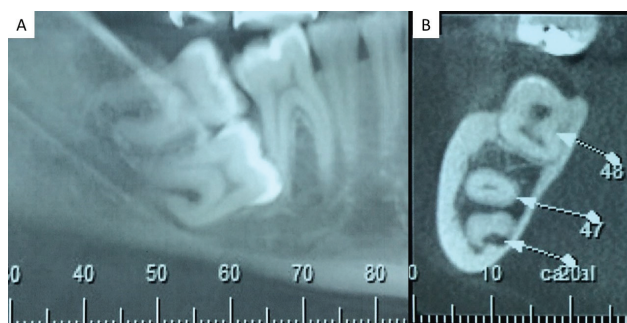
A e B – Tomografia computadorizada de feixe cônico, mostrando impaction dos segundo e terceiro molares. Observar proximidade da raiz mesial do segundo molar com a basilar da mandíbula, bem como com o canal mandibular.
